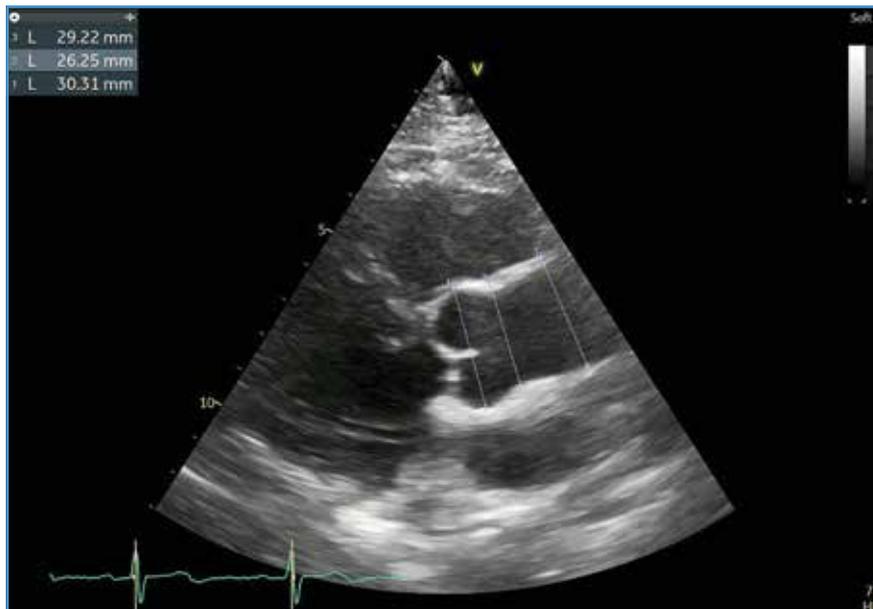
Mesures des diamètres aortiques en échographie cardiaque transthoracique, en incidence parasternale gauche grand axe en télédiastole.
